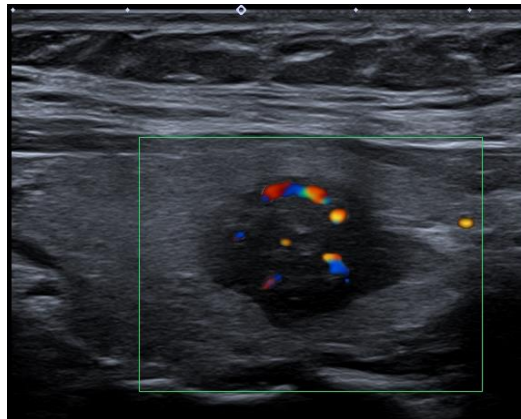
УЗИ щитовидной железы: интранодулярное кровоснабжение очага в режиме цветового доплеровского картирования.
